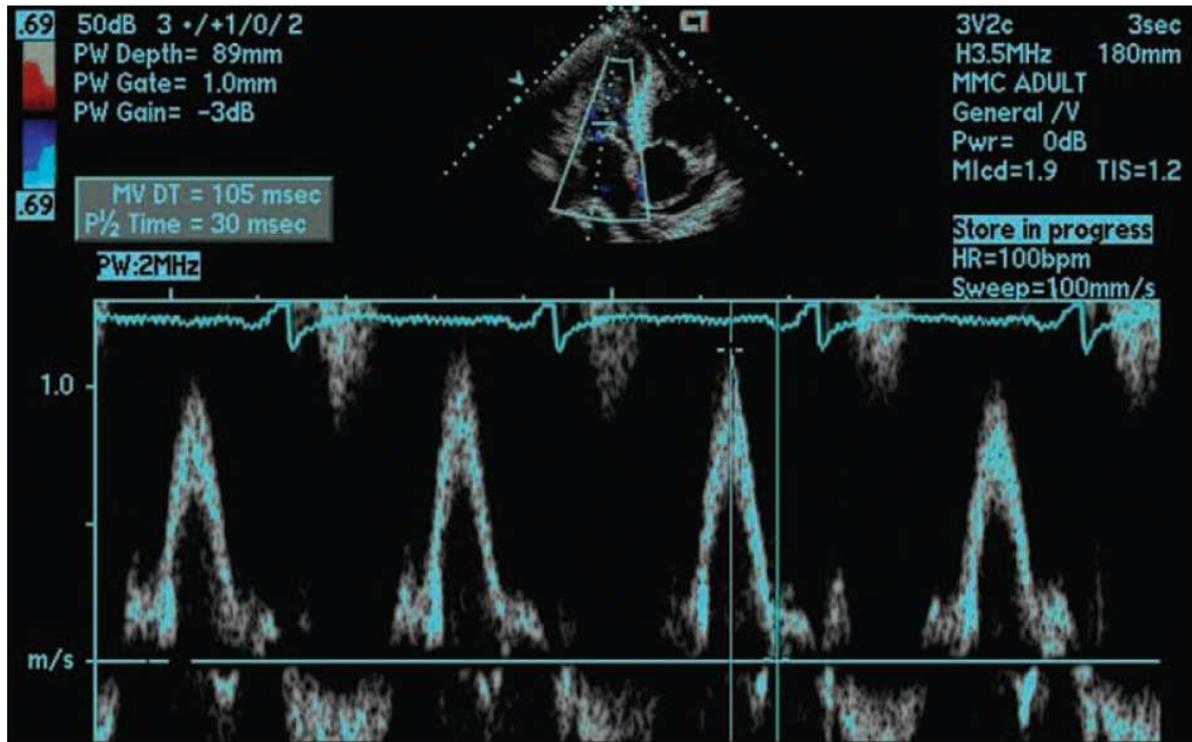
Padrão restritivo característico no ecocardiograma com Doppler num paciente com miocardiopatia restritiva. O padrão de fluxo mitral apresenta um aumento do pico de velocidade E, com tempo de desaceleração rápido e diminuição do pico de velocidade A. [Adaptado de: Kushwaha (2006)]
